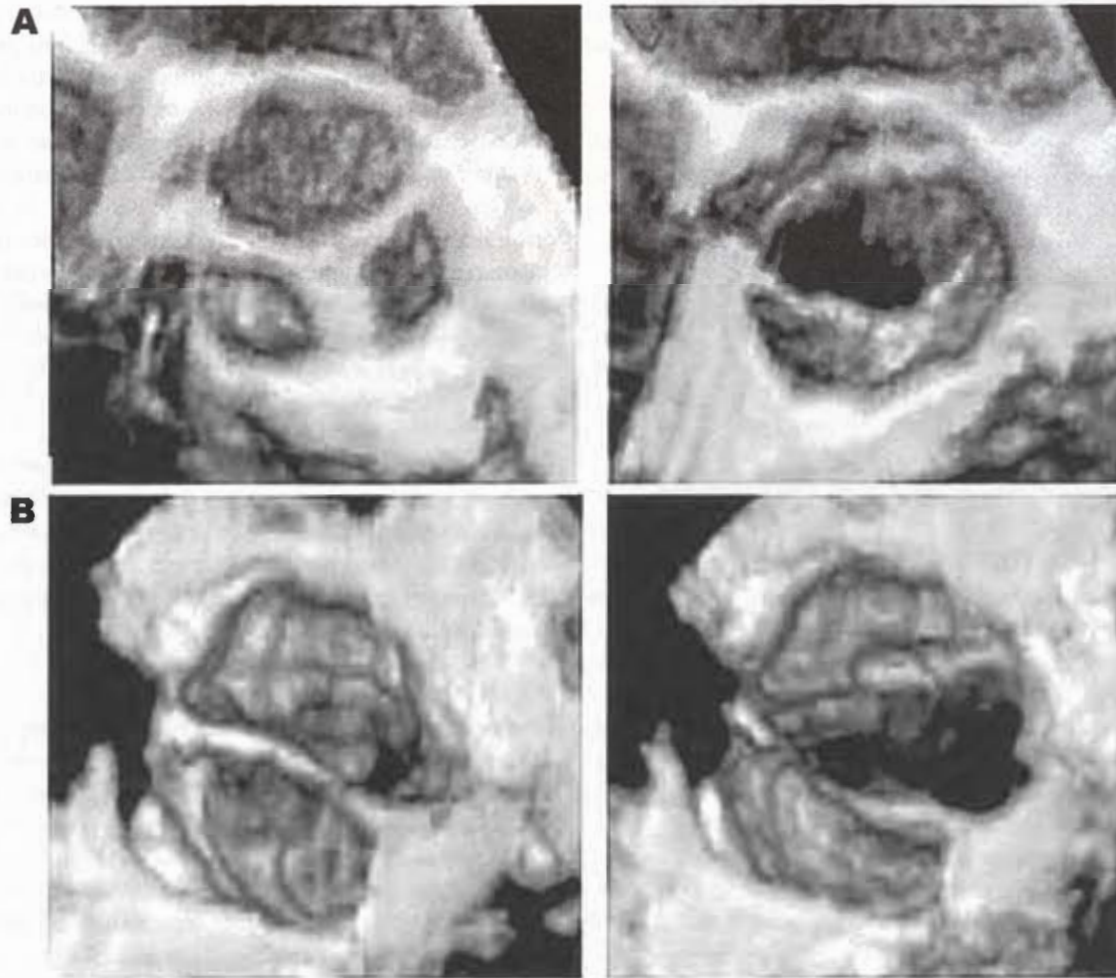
Ecocardiografía tridimensional de pacientes con estenosis en válvula aórtica trivalva (A) y en válvula aórtica bivalva (B).
